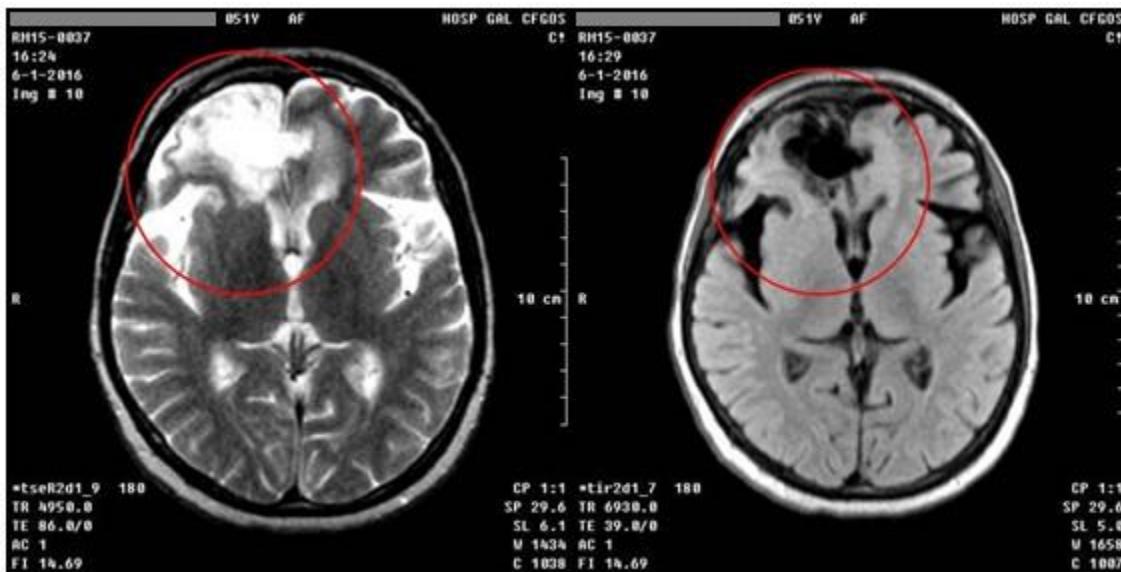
Resonancia magnética nuclear después de finalizar los tratamientos.
